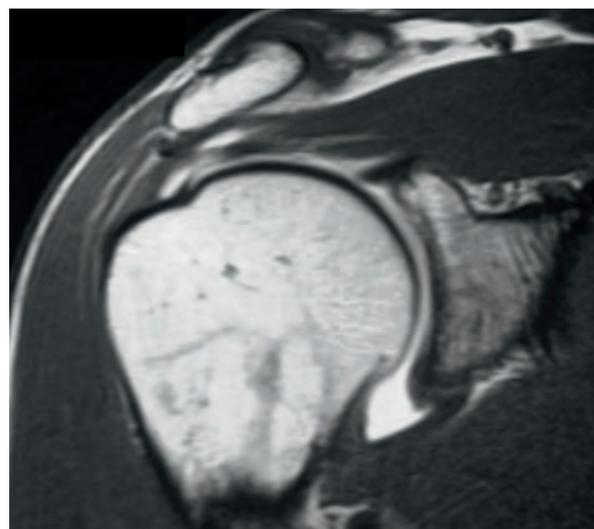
Ejemplos de artro-RM de roturas intratendinosas.
